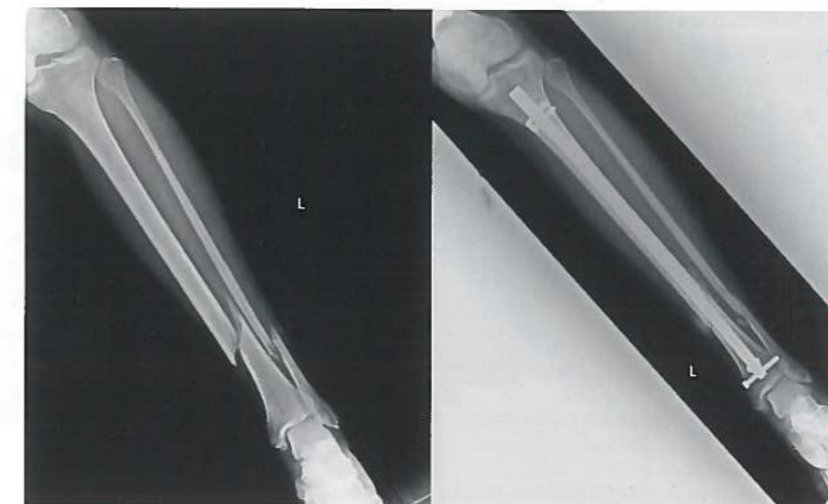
Röntgenbild einer 35-jährigen Patientin prä- und postoperativ. Die Bohrung von anteromedial nach posterolateral ist die wahrscheinlichste Ursache für die postoperativ aufgetretene Peroneusläsion
